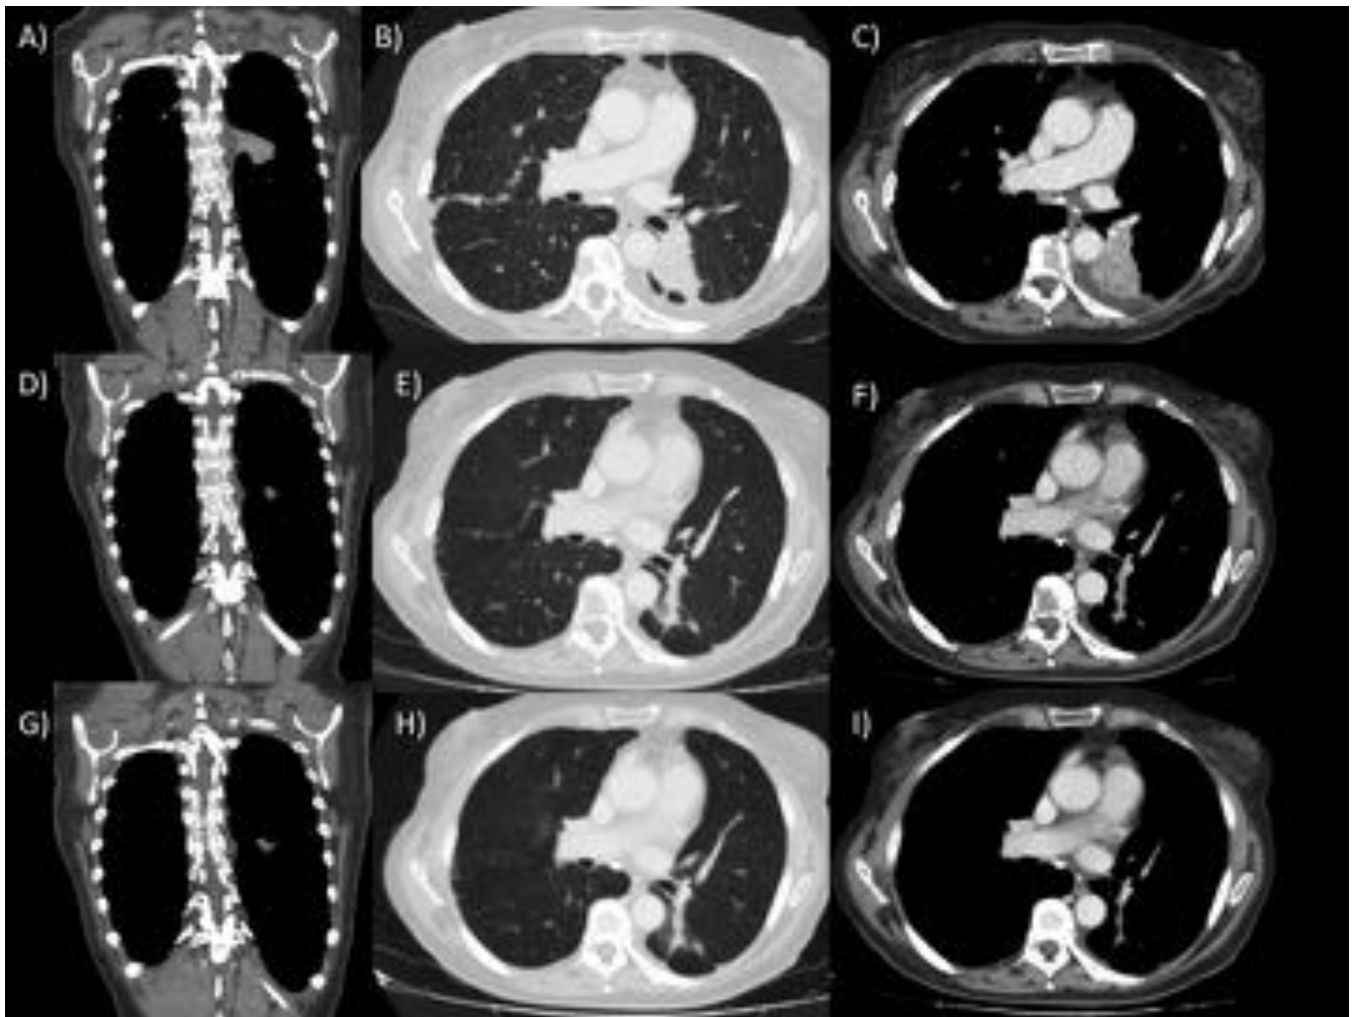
TC de tórax con CIV en mujer de 66 años con adenocarcinoma de pulmón en estadio IV. A,B y C) TC screening: Masa parahiliar izquierda con márgenes espiculados y mínima cantidad de derrame pleural. D, E y F) TC 6ª semana: Importante disminución en tamaño y atenuación de la lesión parahiliar izquierda y ausencia de derrame pleural. G, H e I) TC 12ª semana: Estabilidad de la enfermedad con tendencia a la disminución en tamaño de la lesión parahiliar izquierda.
